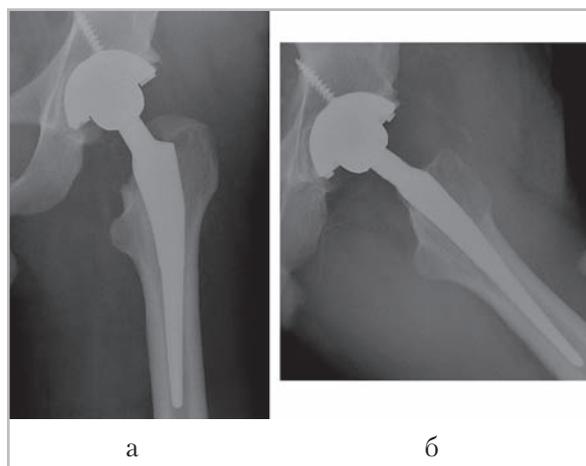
Послеоперационные рентгенограммы левого тазобедренного сустава (*а* — прямая и *б* — аксиальная проекции) — взаимоотношение компонентов эндопротеза правильное, структурных изменений парипротезной кости не выявлено
